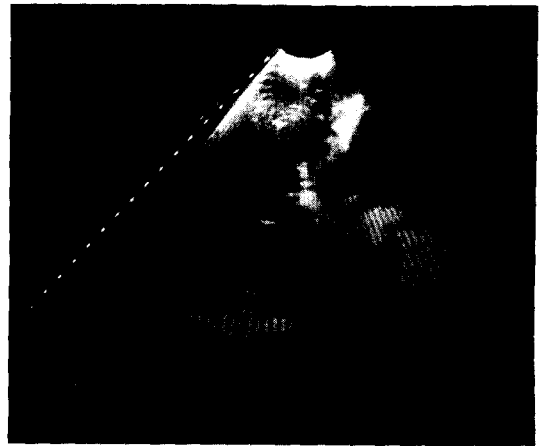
판막대치수술후 2-dimensional 초음파소견
